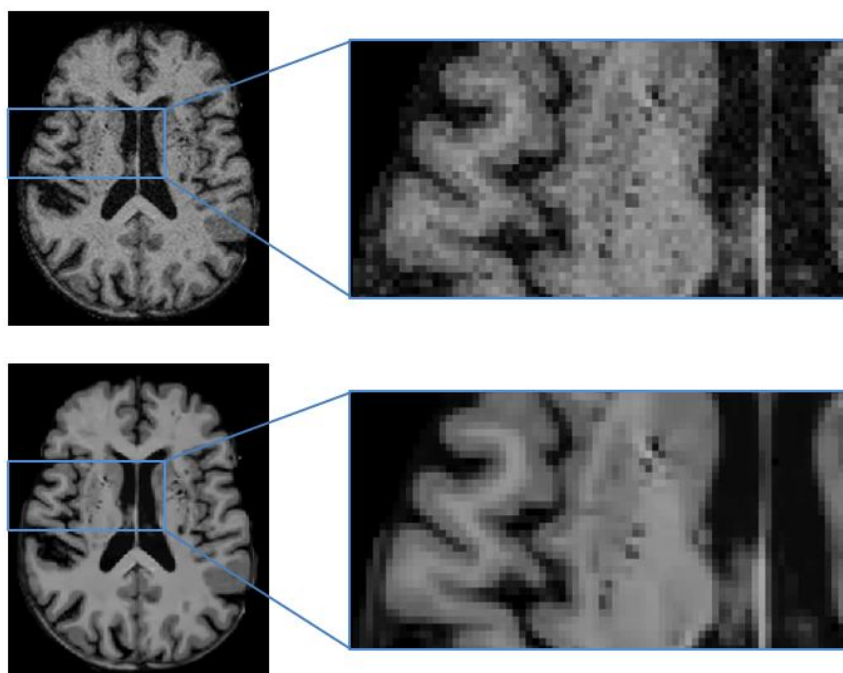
Efeito da remoção de ruído, num plano axial. Em cima observa-se a imagem de RM com ruído, enquanto em baixo se encontra a mesma imagem filtrada.
